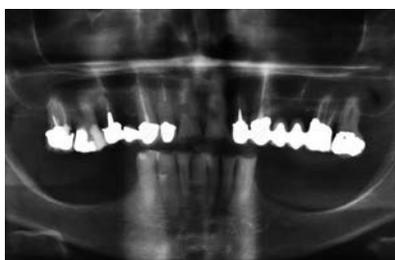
Radiografia pré-operatória revelando atrofia óssea bilateral grave na região posterior da mandíbula. A situação torna impossível efetuar uma reabilitação protética com implantes dentários.
